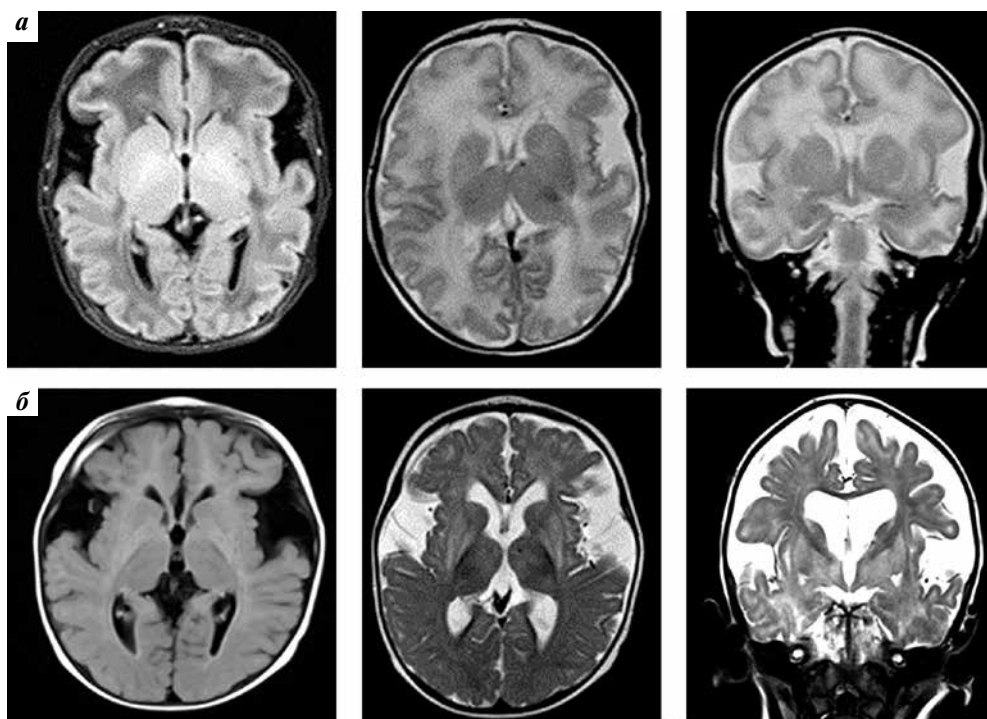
МРТ головного мозга пациента Б., режимы T1-ВИ Ах, T2-ВИ Ах, T2-ВИ Кор: а) в возрасте 2 нед; б) в возрасте 10 мес. Гипоплазия височных областей, нарушение миелинизации, грубая корково-подкорковая атрофия
